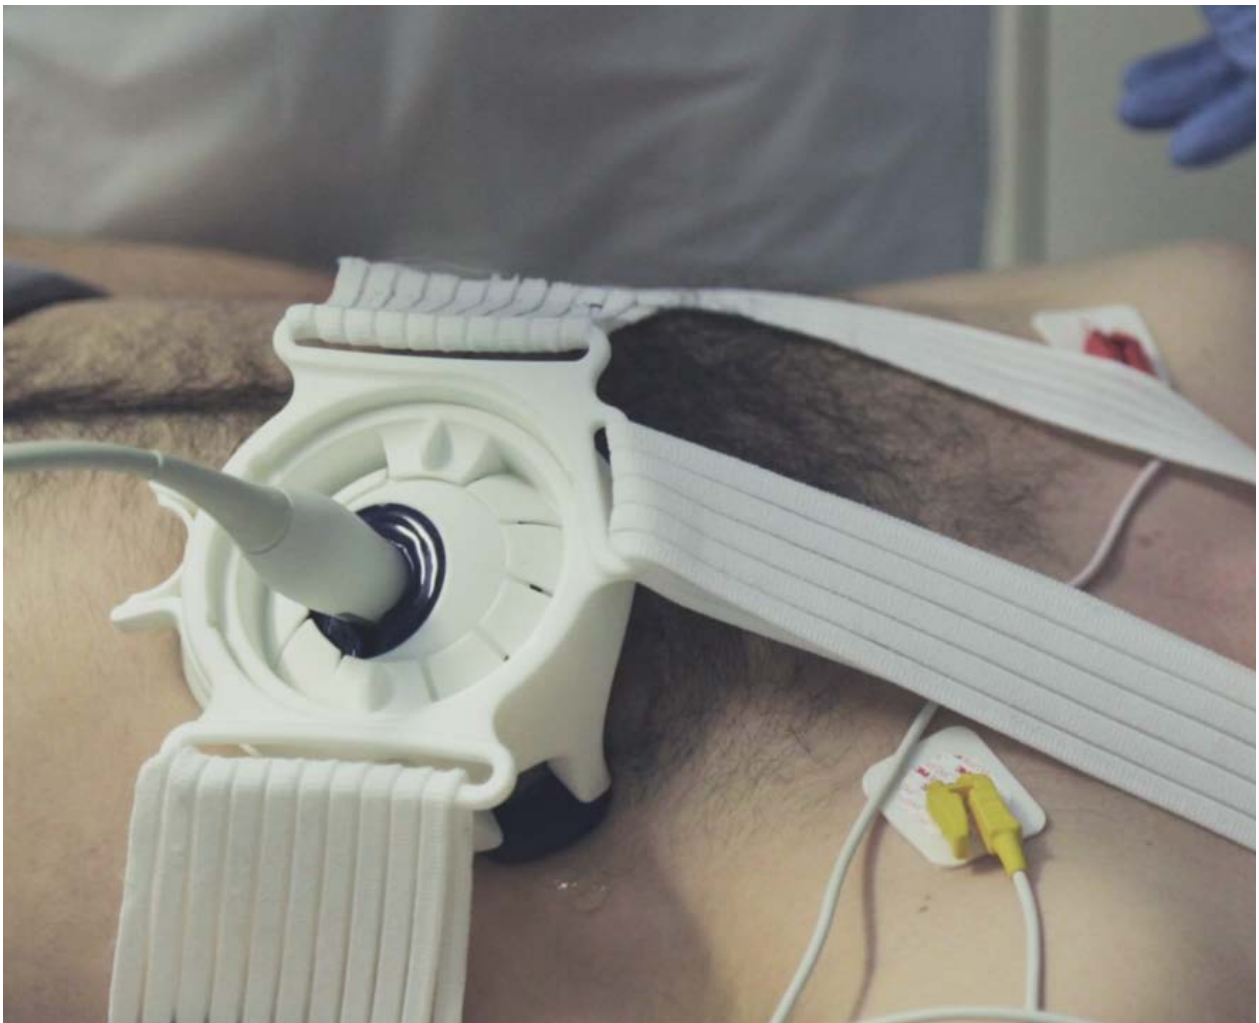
Bediening van ultrasound apparaat
